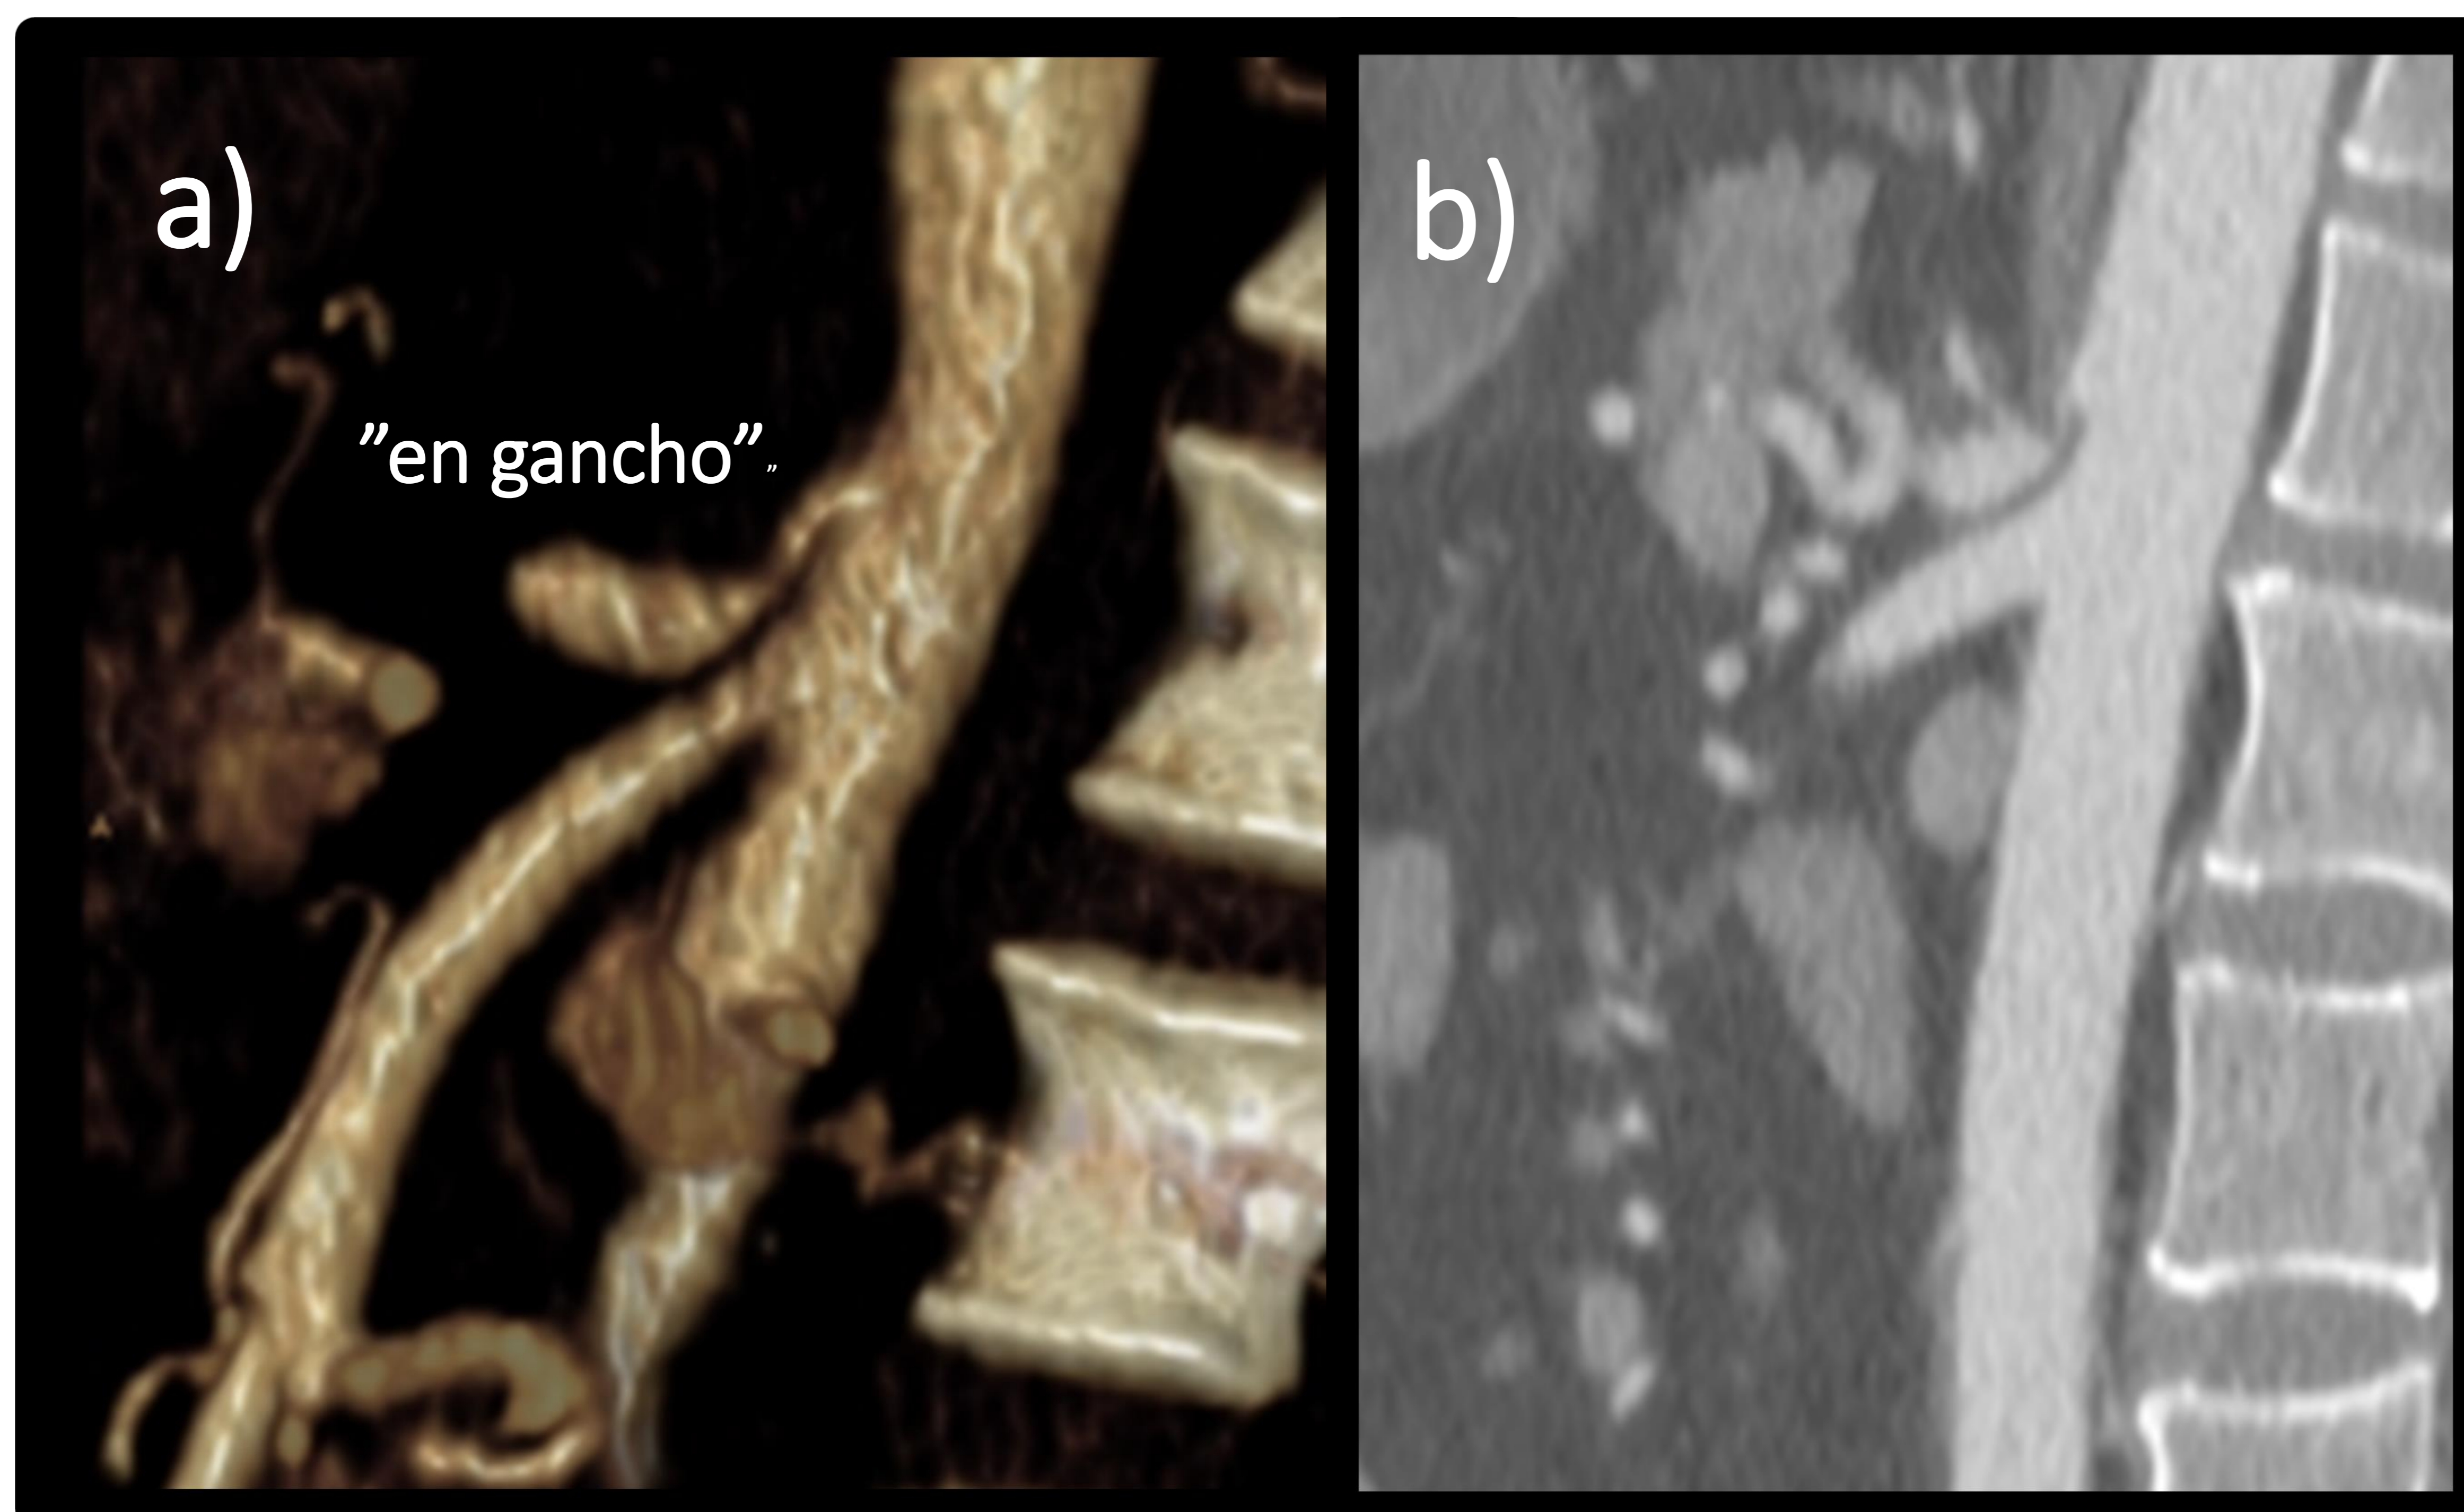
Impronta del ligamento mediano arcuato sobre el TC con imagen “en gancho” en dos pacientes diferentes a) reconstrucción volumétrica b) reconstrucción en MIP
